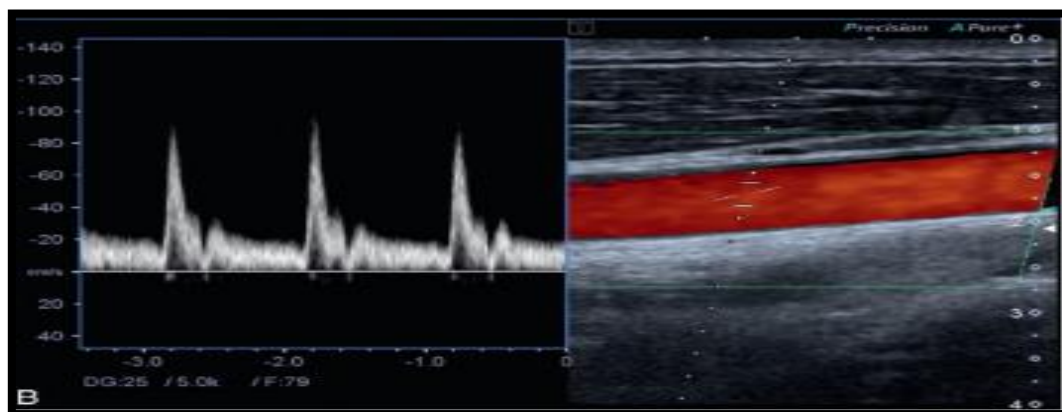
Artère carotide commune en coupe longitudinale mode B et couleur à gauche et doppler pulsé à droite, aspect normal [93]
